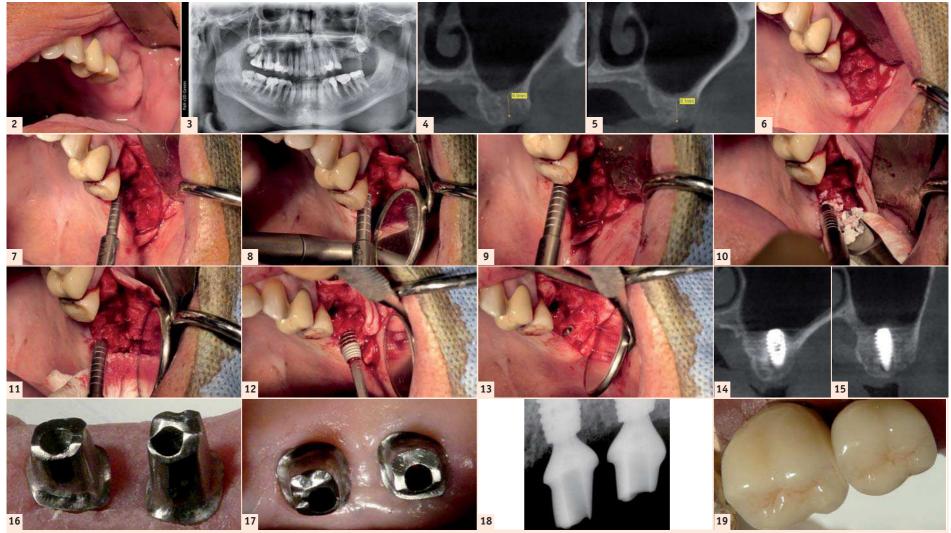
Vue clinique préopératoire. | Fig. 3: Panoramique préopératoire. | Fig. 3: Panoramique préopératoire. | Fig. 3: Hauteur sous-sinusienne préopératoire en 26–27. | Fig. 6: Vue lambeau ouvert. | Fig. 7: 1er insert Osteo Safe (diamètre 2.0–2.8 mm). | Fig. 8: 2eme insert Osteo Safe (diamètre 2.5–3,3 mm). | Fig. 9: 3eme insert (diamètre 3.0–3,9 mm). | Fig. 10: Comblement biomatériau. | Fig. 11: Soulèvement de la membrane par condensation. | Fig. 12: Pose de l'implant. | Fig. 13: Implant en place. | Fig. 14-15: Volume osseux stable à l'apex de l'implant en 26–27. | Fig. 16: Piliers personnalisés Simeda. | Fig. 17: Piliers sur-mesure en bouche. | Fig. 18: Contrôle radiographique des piliers sur massure | Fig. 19: Couronnes coramo métalliques
